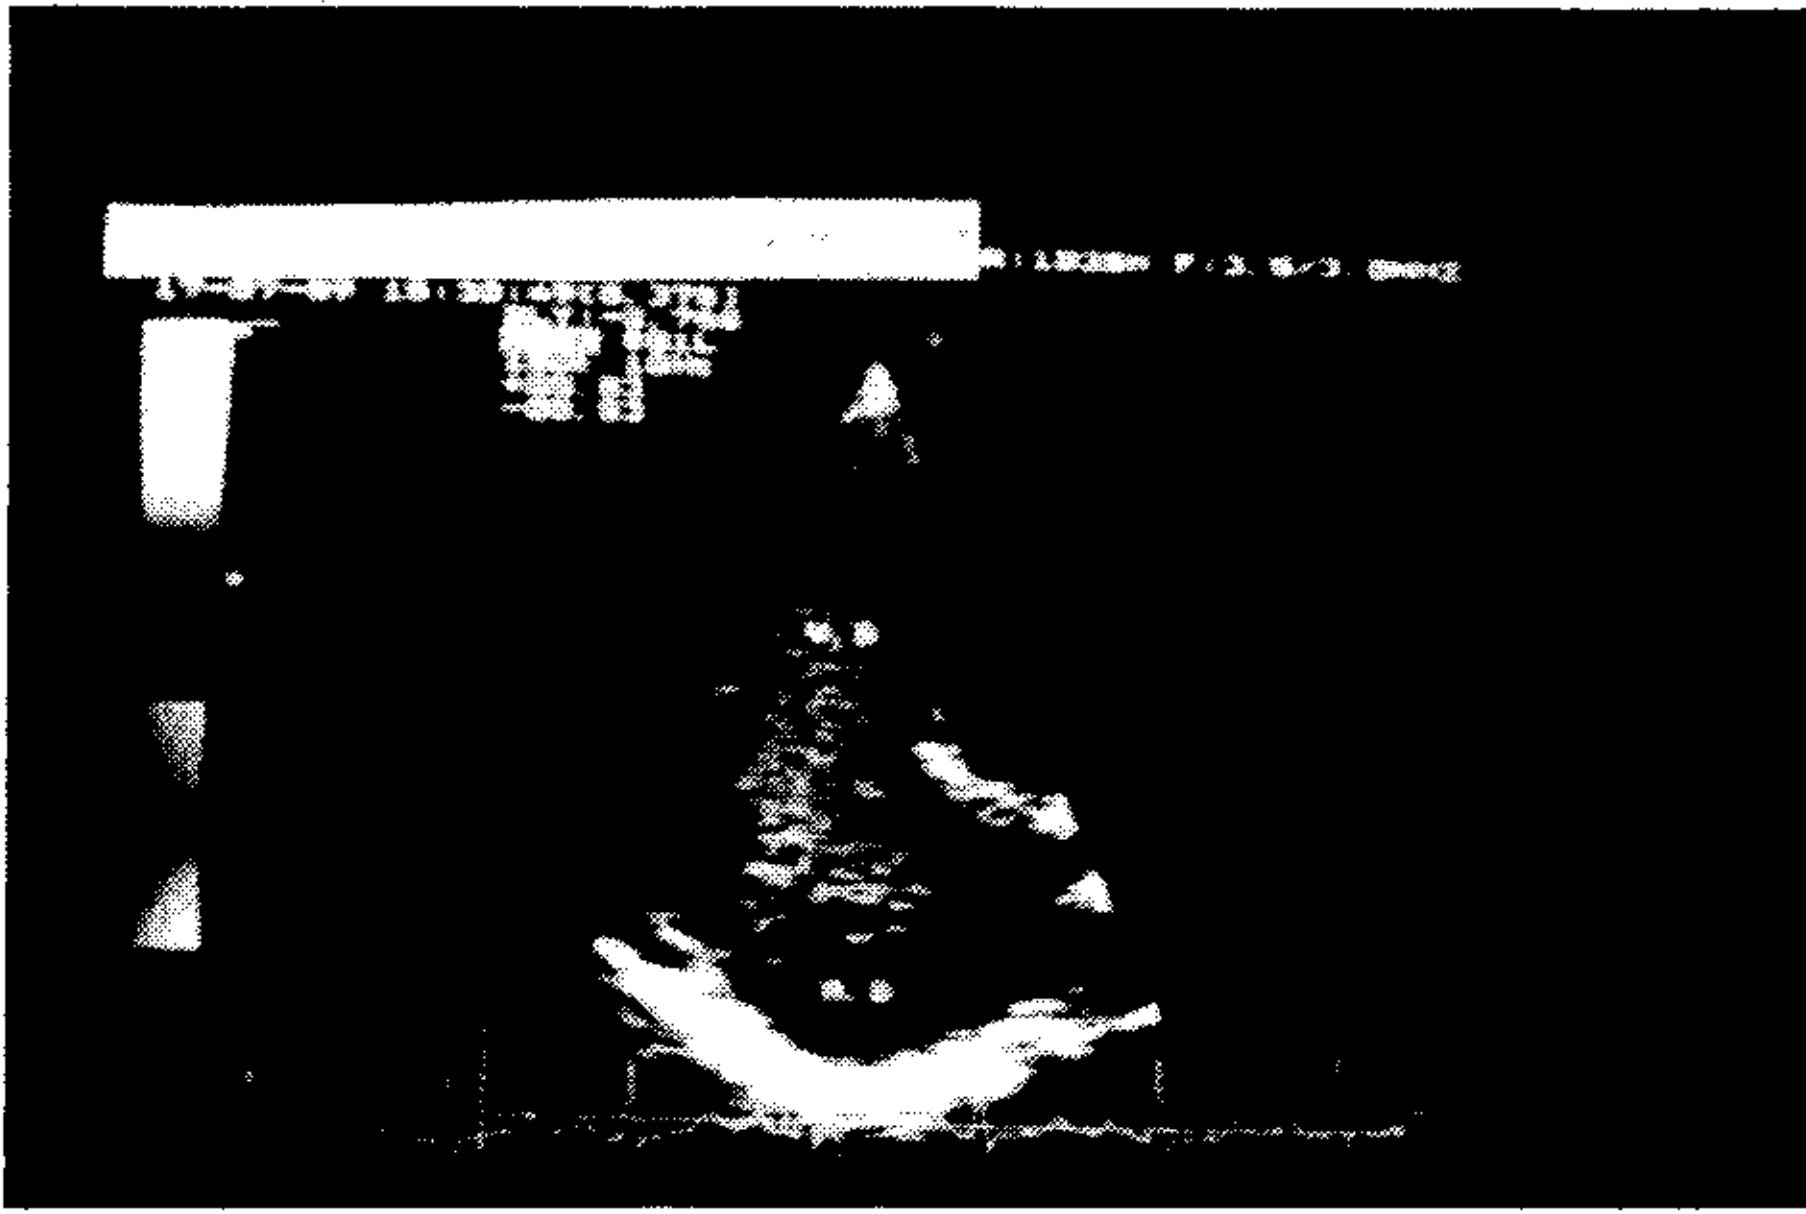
Doppler color: en sístole se observa una señal sistólica azul penetrando en AD y ocupando un área superior al 40% de la misma, con ausencia del patrón mosaico, lo cual indica la presencia de una regurgitación severa pero de baja velocidad.
